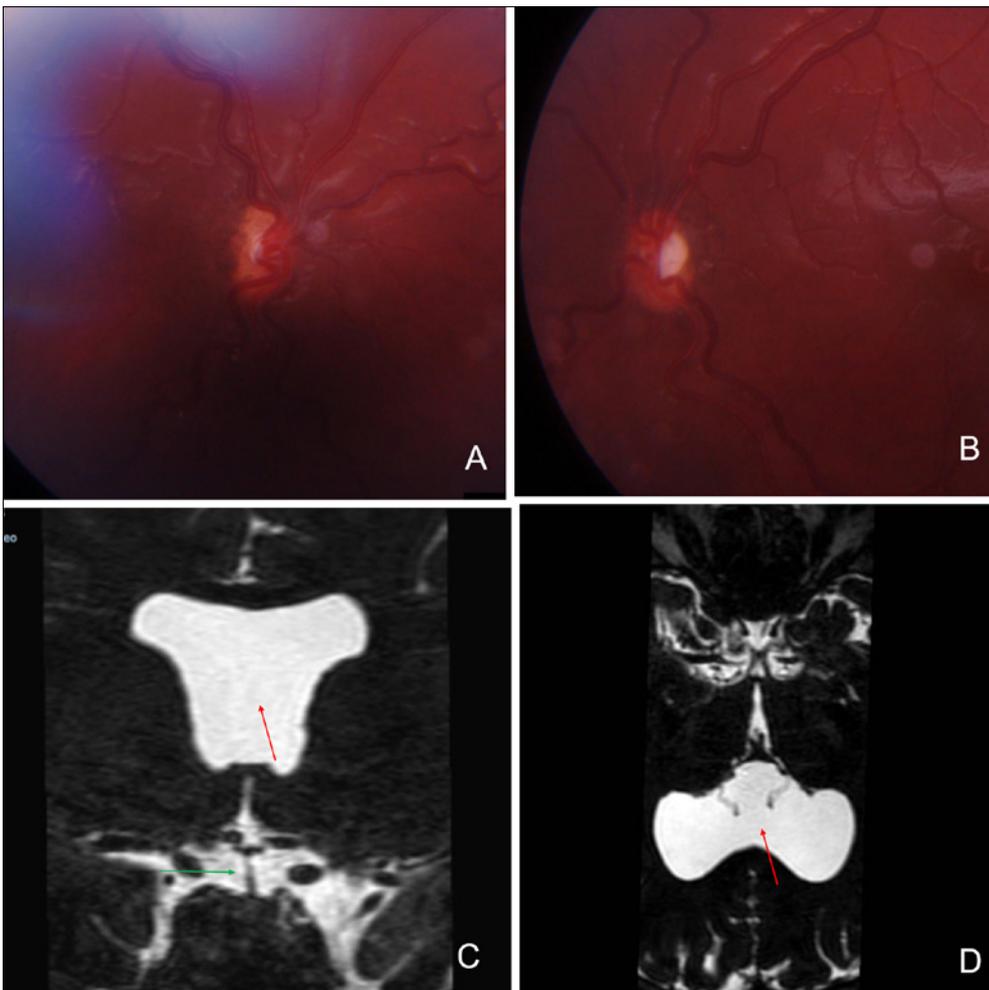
A. Fondo de ojo (F.O.) ojo derecho: se observa una marcada hipoplasia del nervio óptico, con una retina normal sin alteraciones vasculares. B. F.O. ojo izquierdo: hipoplasia nervio óptico, estrechamiento horizontal menos marcado que en ojo derecho. C. RMN en T2, corte coronal: ausencia de septum pellucidum (flecha roja) e infundíbulo reducido de grosor (flecha verde). D. RMN en T2, corte axial: ausencia de septum pellucidum (flecha roja).
